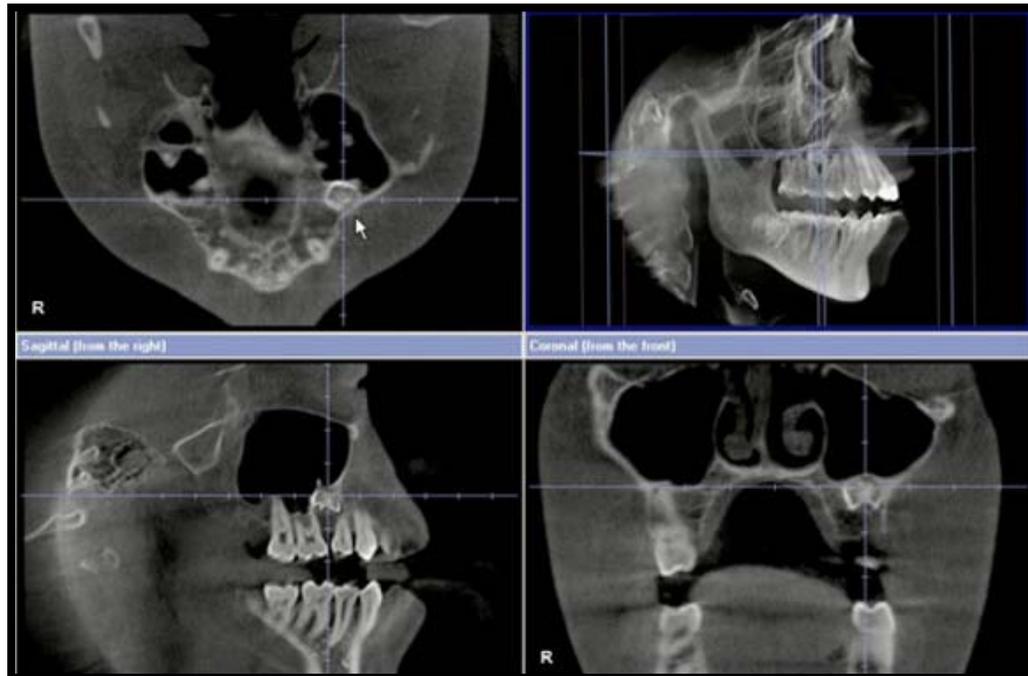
Tomografía computarizada. Evaluación de densidad ósea para planificación de tratamiento para implantes dentales.
